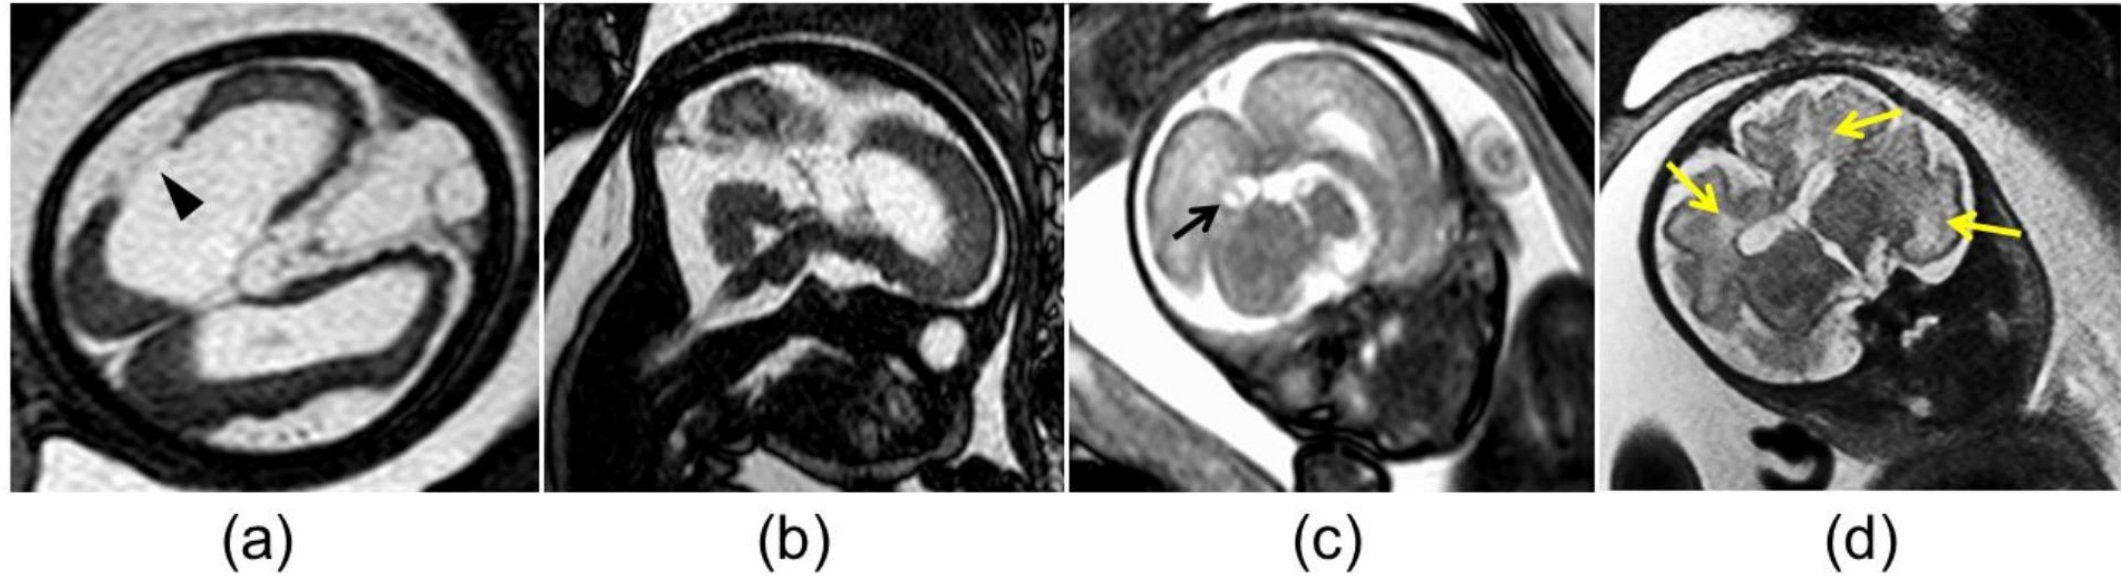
Abnormal magnetic resonance imaging findings in the brain of fetuses with congenital cytomegalovirus infection: (a) cortical malformation and schizencephaly (arrowhead); (b) vermian hypoplasia; (c) atrium pseudocyst (black arrow); (d) white matter hyperintensity (yellow arrows).
